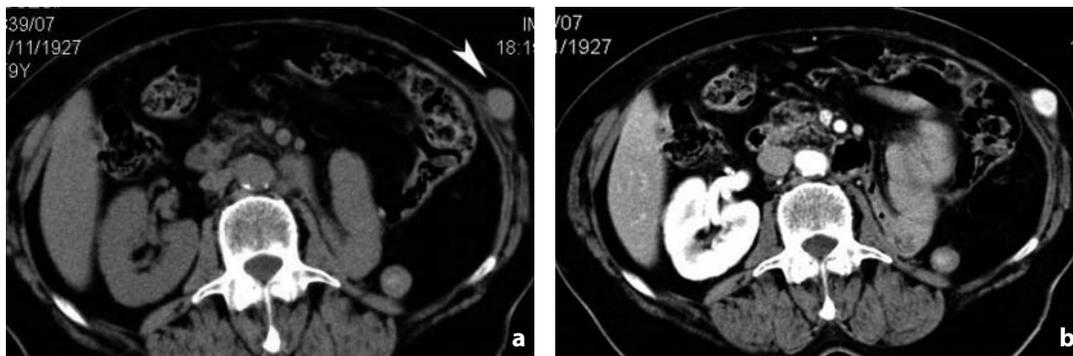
Tomografia computerizzata. Immagini assiale senza mdc (a) e con mdc (b). Metastasi muscolare di carcinoma renale, in esiti di nefrectomia radicale sinistra. Nella parete addominale sinistra a livello dei muscoli obliqui si identifica nodulo solido (punta di freccia) che mostra significativo enhancement dopo mdc
